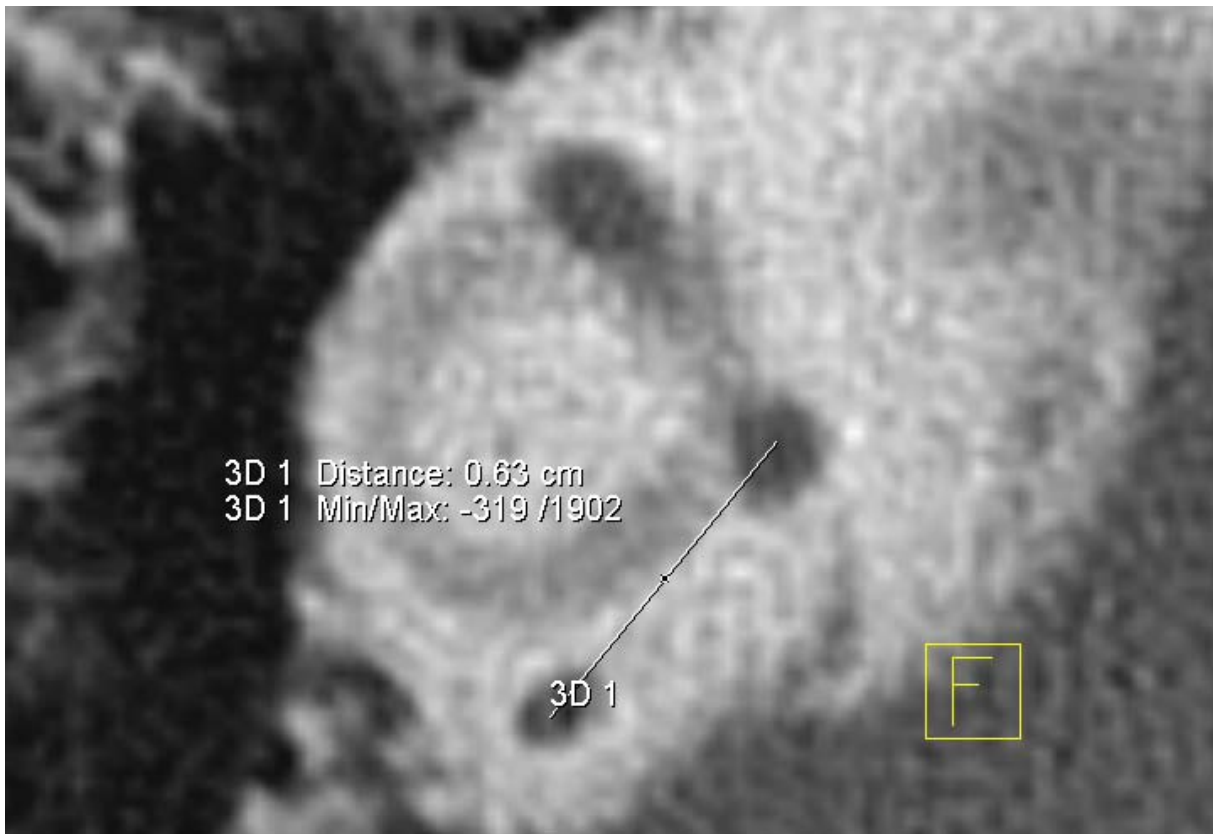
Messung des Durchmessers des horizontalen Bogengangs {3D 1} [CT_HOOG_D_re] mit Tool ‚2D Distance‘
